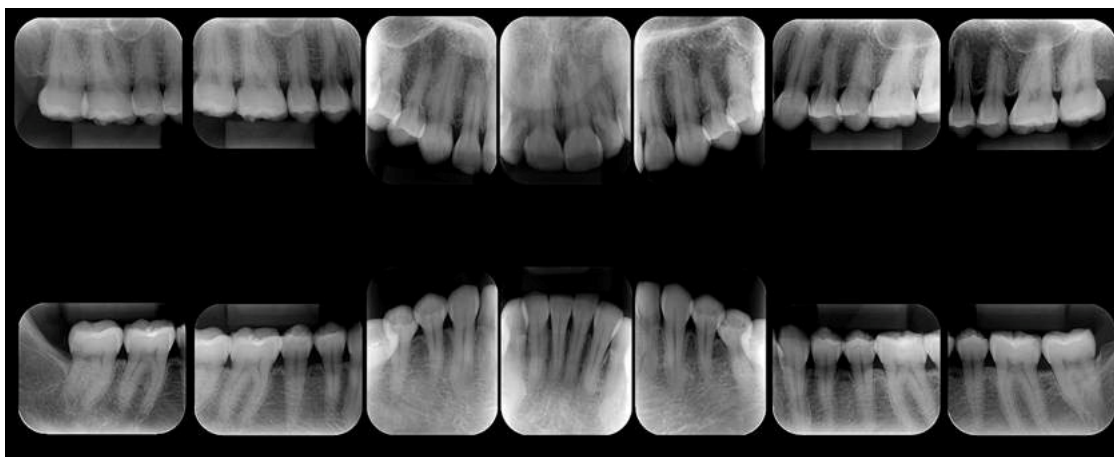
Radiografias periapicais boca completa, sem evidência clara de alteração.
